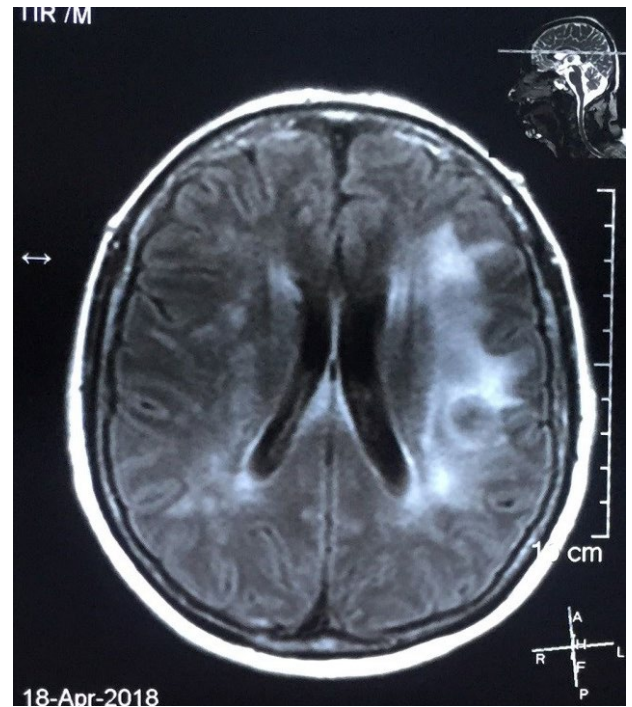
Corte axial de IRM secuencia FLAIR con leucoencefalopatía bilateral predominantemente izquierda.
